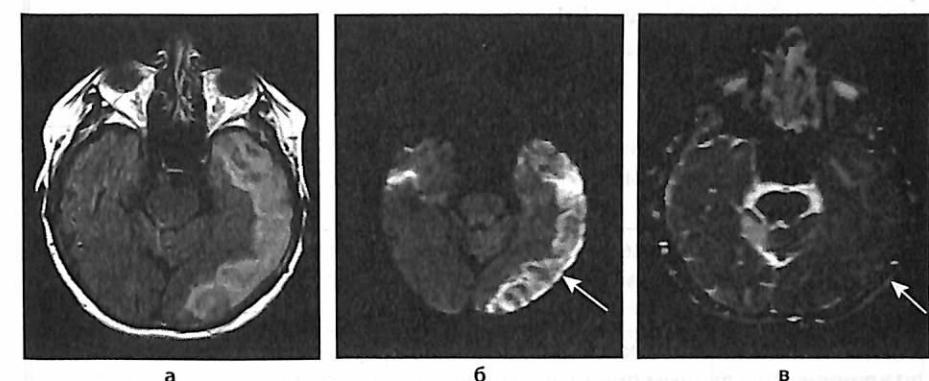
МРТ головного мозга с тромбозом левого поперечного синуса и вены Лаббе: режим FLAIR, зона поражения не соответствует бассейну кровоснабжения левой средней мозговой артерии (а); при сопоставлении режима ДВИ (б) и ИКД-карты (в) гиперинтенсивная зона в режиме ДВИ соответствует той же зоне по плотности на ИКД-карте, что характерно для вазогенного отека с небольшой зоной цитотоксического отека (стрелки).
